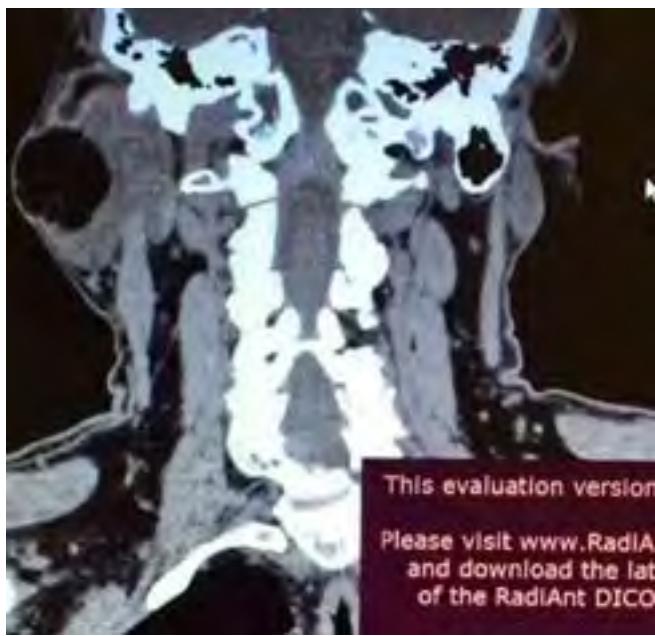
TAC en donde se aprecia tumor de parótida.
